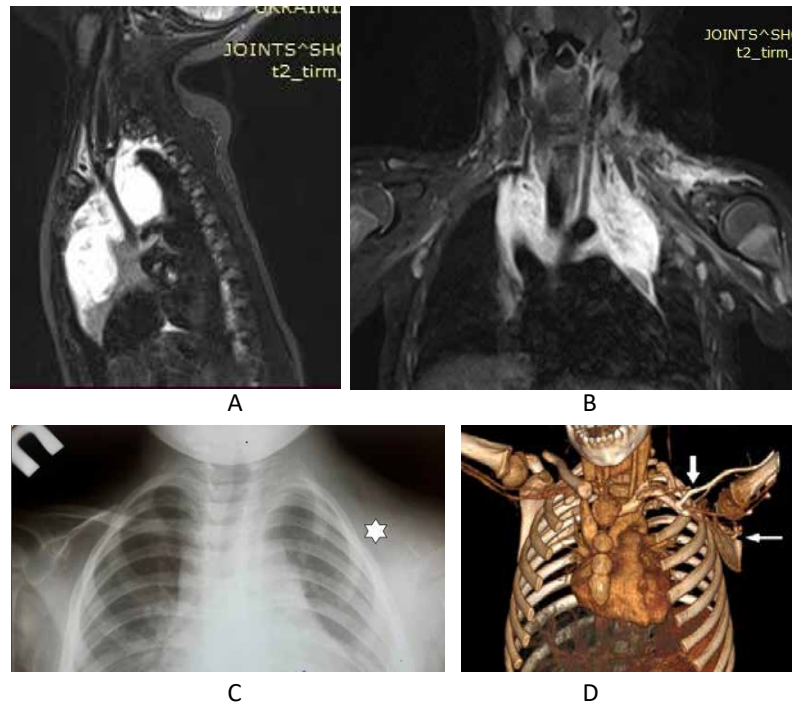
Дівчинка Б., віком 2 роки. Хвороба Gorham-Stout: А – оглядова рентгенограма органів грудної клітки, не візуалізується ліва ключиця (зірочка); В – КТ грудної клітки, 3D реконструкція. Остеолізіс ключиці, лопатки (стрілки), С – МРТ у режимі Т 2, коронарна проекція та сагітальна проекція (D) – розростання лімфатичної тканини навколо уражених кісткових структур.
